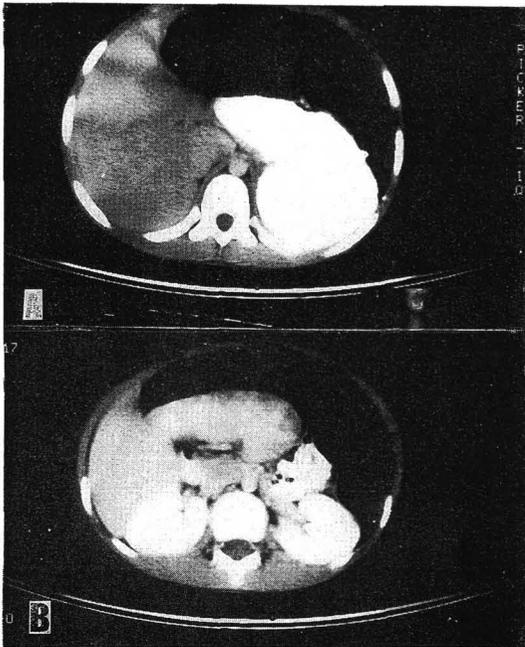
Preoperative computed tomography shows no splenic shadow in the left upper quadrant of the abdomen(A) and displaced spleen in the mid upper abdominal cavity(B).
